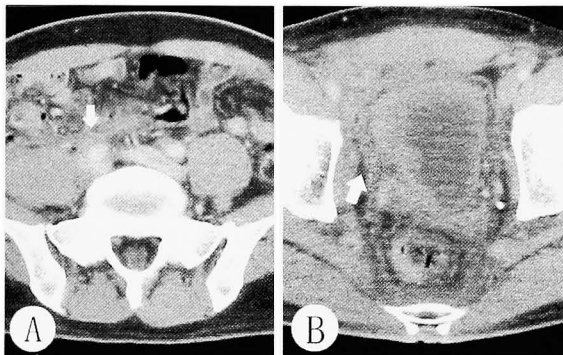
Abdominal CT scan before steroid therapy. (A) The retroperitoneal soft tissue mass was surrounding the bilateral common iliac artery. (B) The retroperitoneal mass was extending to the right side of the thickened bladder.
